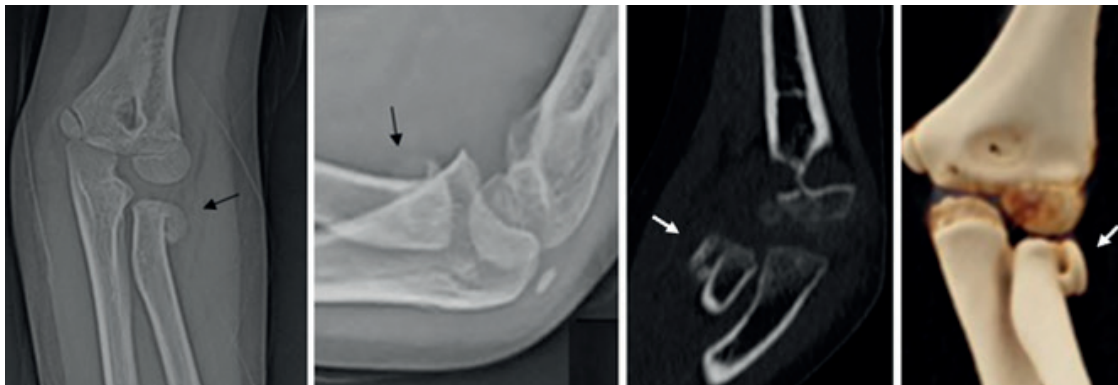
Radiografías y tomografía que muestran una fractura de cuello de radio izquierdo con su cúpula desplazada (flechas).
